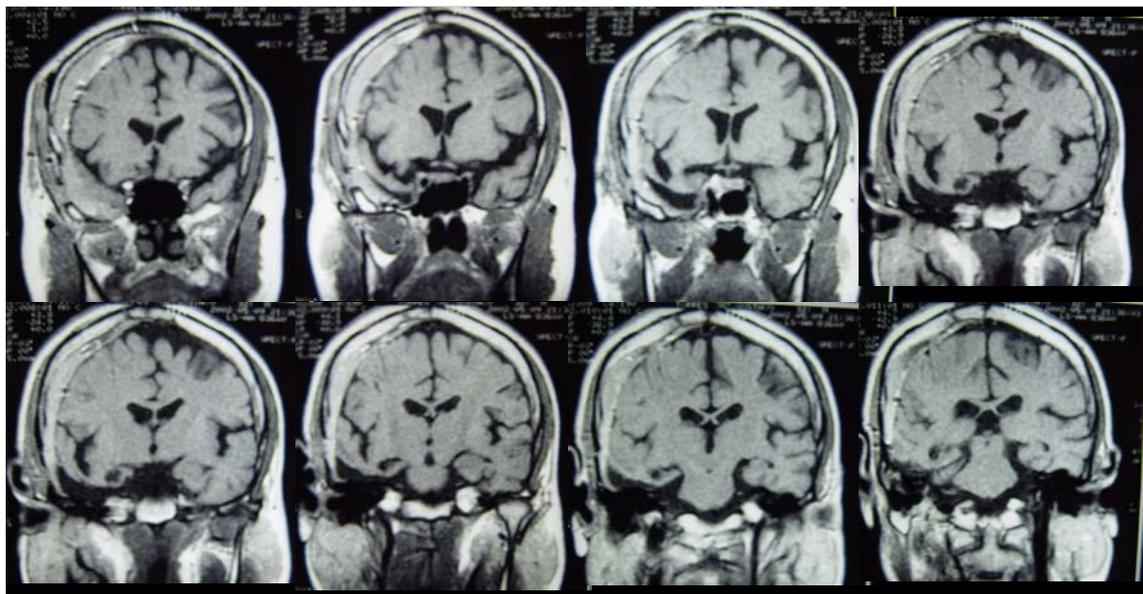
Resonancia Magnética post-quirúrgica de GT-D. En estos cortes coronales se puede observar la extensión de la ablación del lóbulo temporal y el hematoma derecho como consecuencia de la cirugía.
